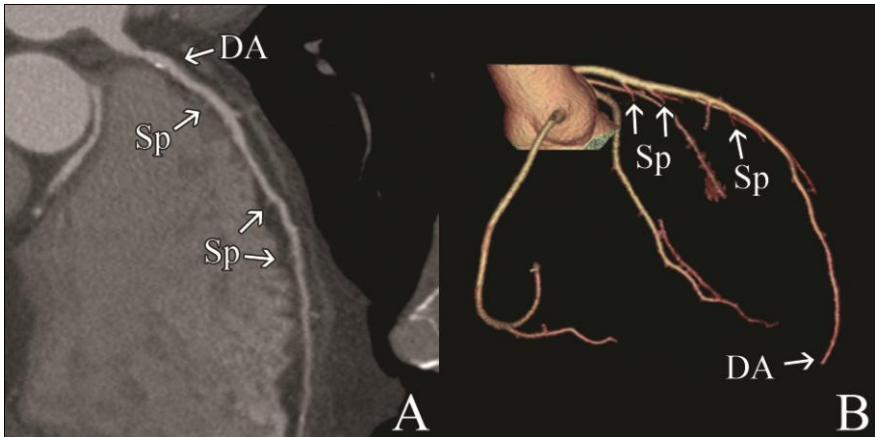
A) Reformatação mulplanar. B) Reconstrução volumétrica com vista lateral direita de duas coronariografias por TC de 64 cortes; visualização da artéria descendente anterior (DA) e ramos septais/perfurantes (Sp).
